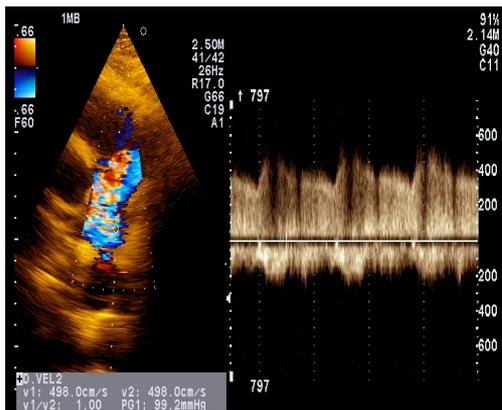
Vista ecocardiográfica de eje corto paraesternal. Doppler color y continuo sobre el flujo del *ductus arteriosus*. El espectro doppler muestra un flujo continuo, con velocidad que oscila alrededor de los 4 m/seg.
